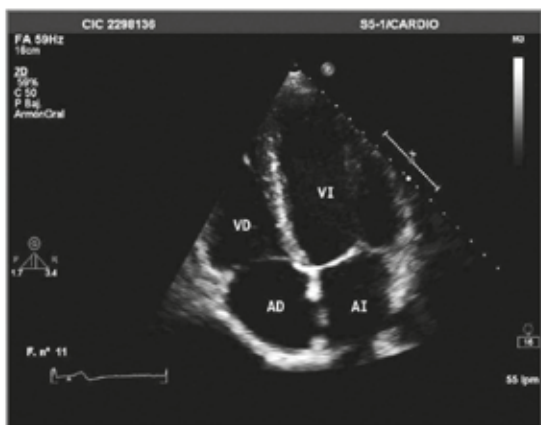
Plano apical 4 cámaras
